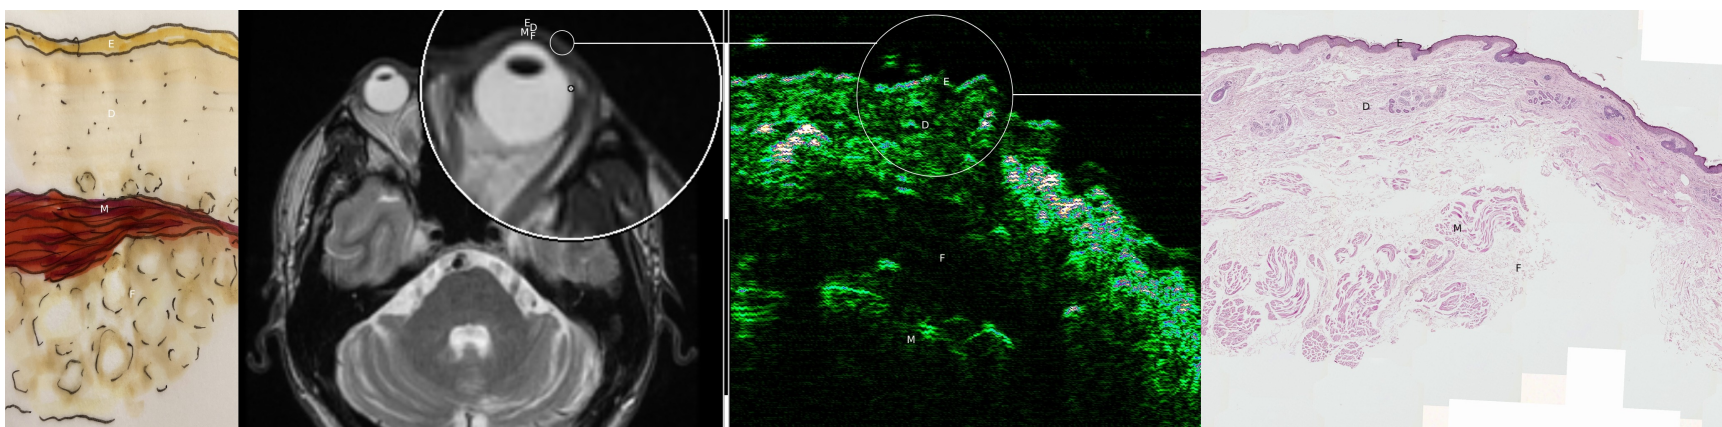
Obraz mikroskopowy skóry ze wskazanymi odpowiadającymi obrazami ultrasonograficznymi.
